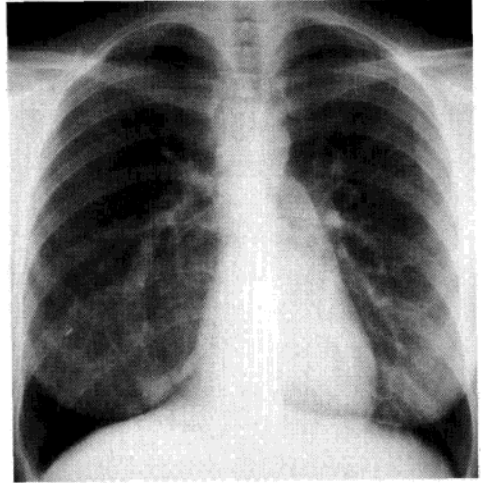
部分性肺静脉异位引流 X 线平片,右下肺静脉引流至下腔静脉的特征性弯刀综合征表现
